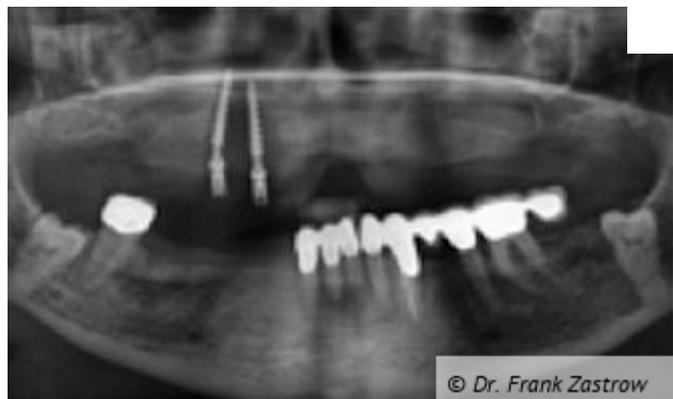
Das Röntgenbild nach Verlust zweier Interimsimplantate.
